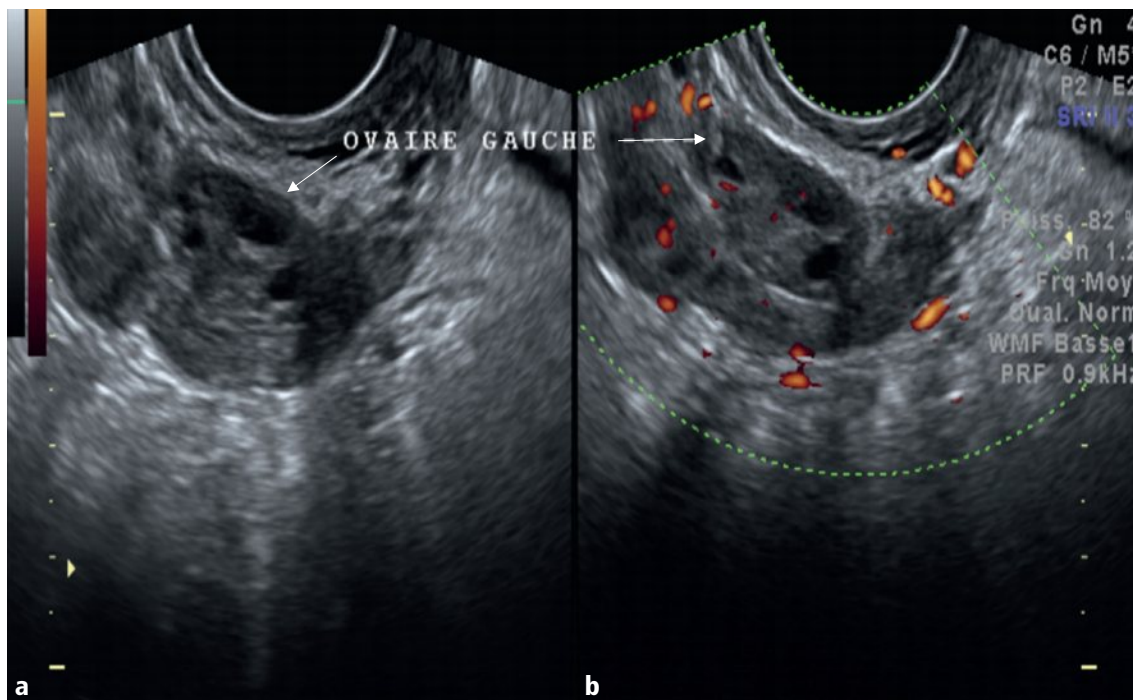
a, b Ovaire gauche dans le plan axial en mode B (a) et Doppler énergie (b).
